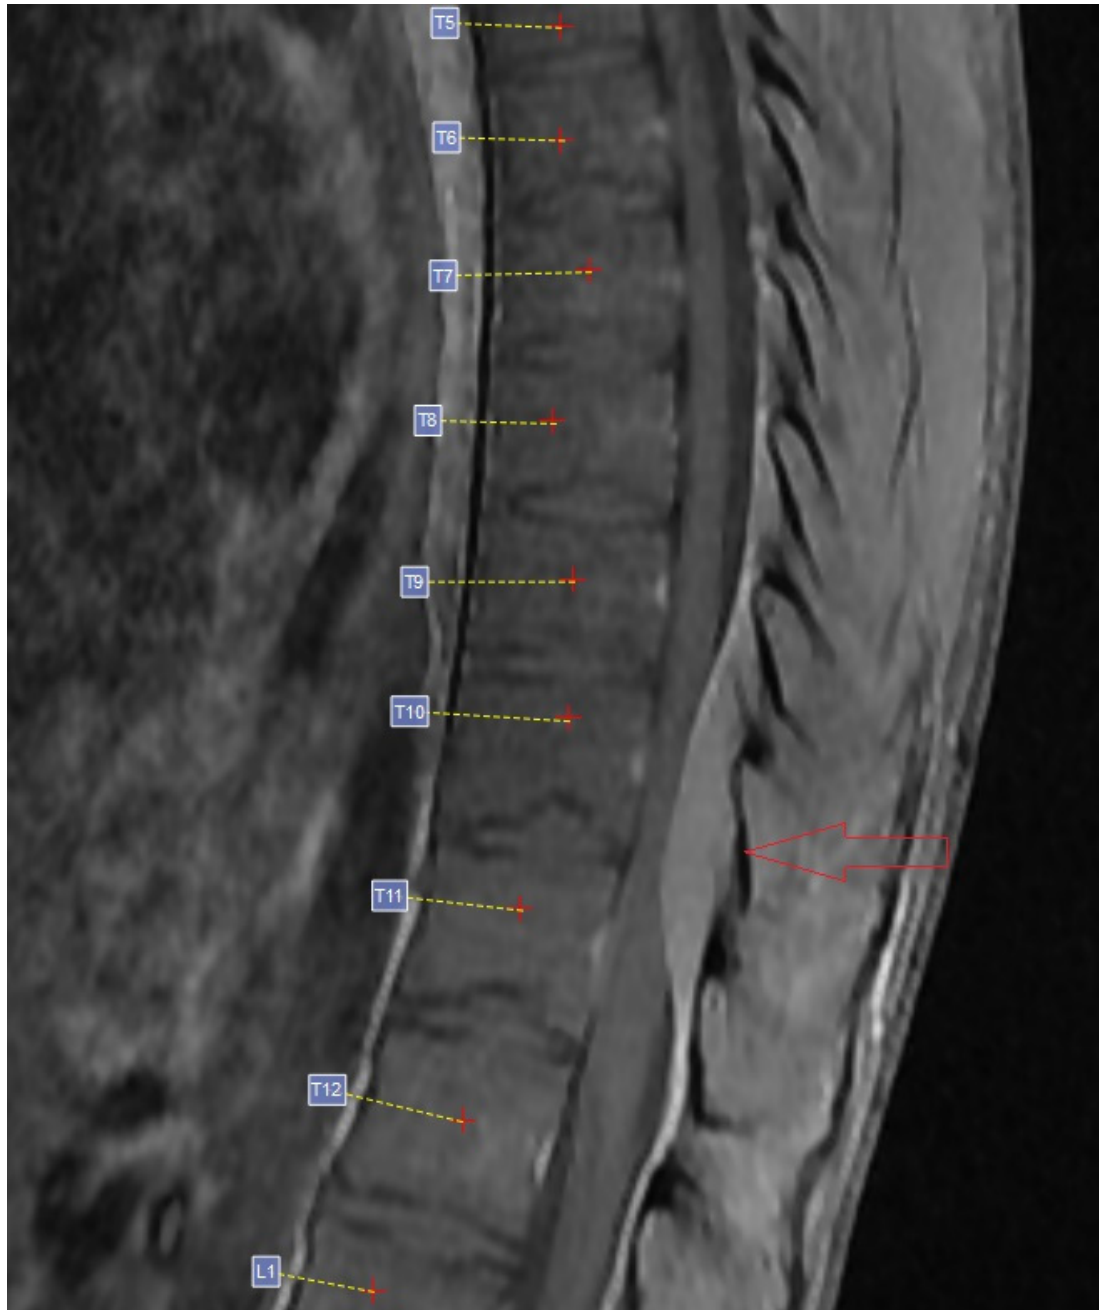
Corte sagital de ressonância magnética na ponderação em T1 pós contraste: realce homogêneo ao meio de contraste paramagnético.
